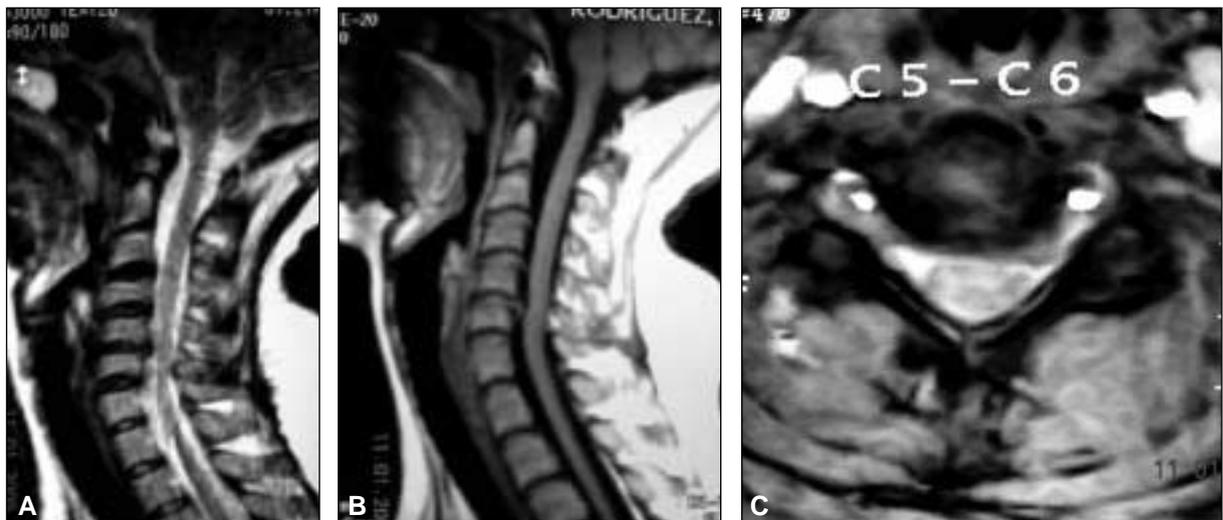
Resonancia magnética de control a los 120 días, que muestra la reabsorción de la hernia. A. Corte sagital a nivel de T2. Fig. B. Corte sagital a nivel de T1. C. Corte axial a nivel de T2.
